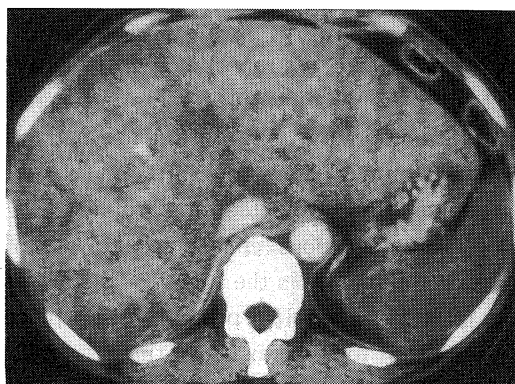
An abdominal enhanced CT revealed huge hepatomegaly accompanied by unhomogeneous enhancement.
